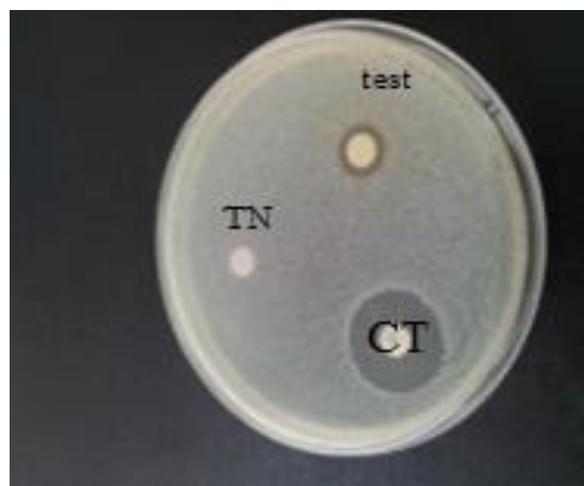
Effet inhibiteur du désinfectant à base de Glutaraldéhyde sur la souche d'AB (TN : témoin négatif, CT : disque de colistine, test : désinfectant)
